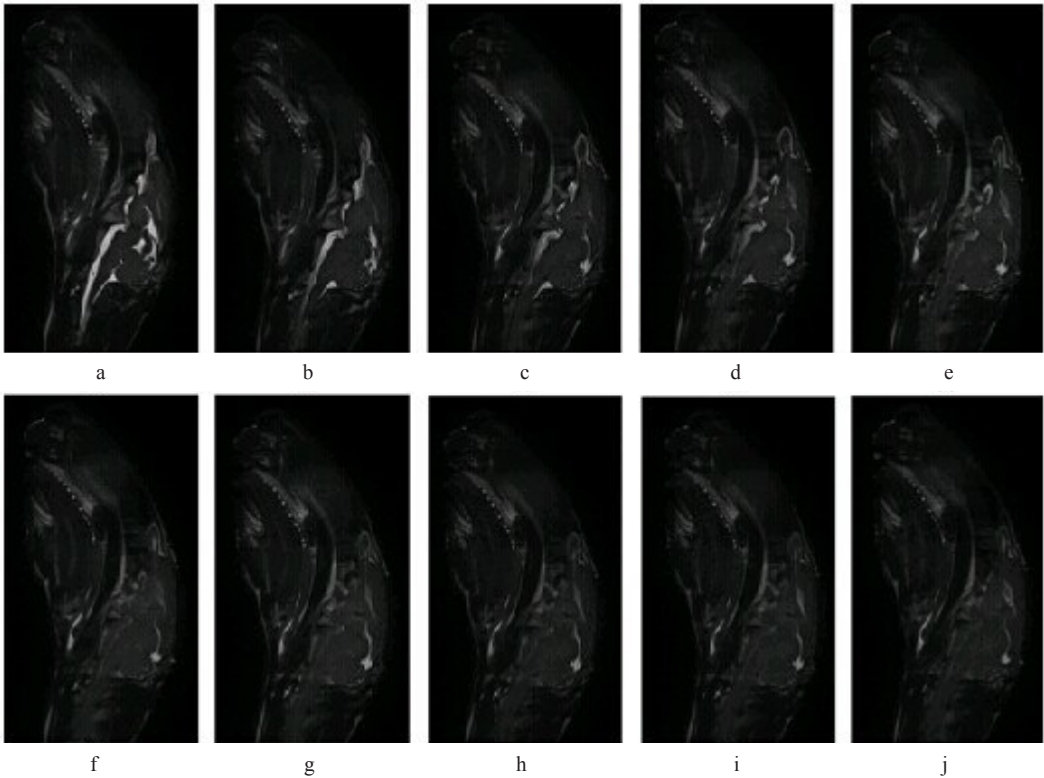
1只家兔在1 h注血过程中的10次MRI扫描图像
